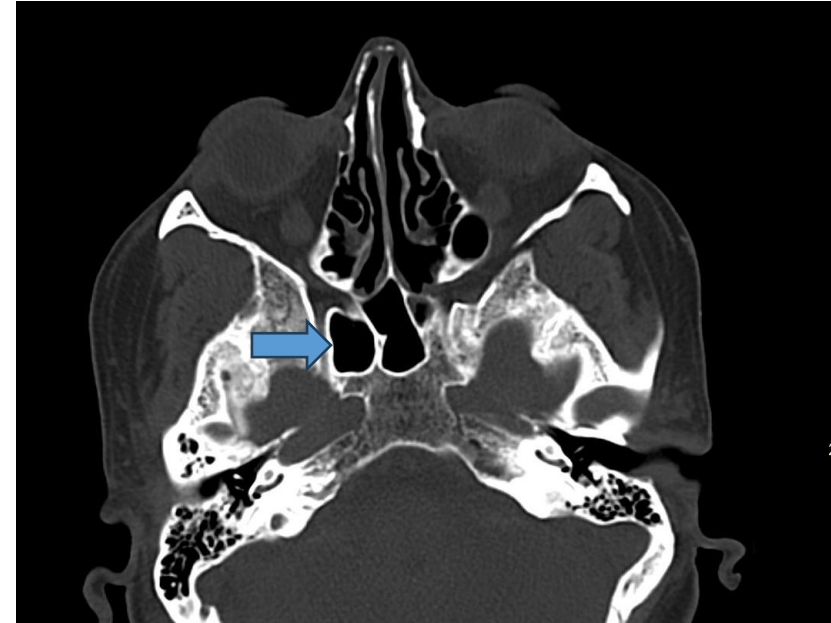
TC craneal axial, mostrando ejemplo de celdilla de Onodi.
